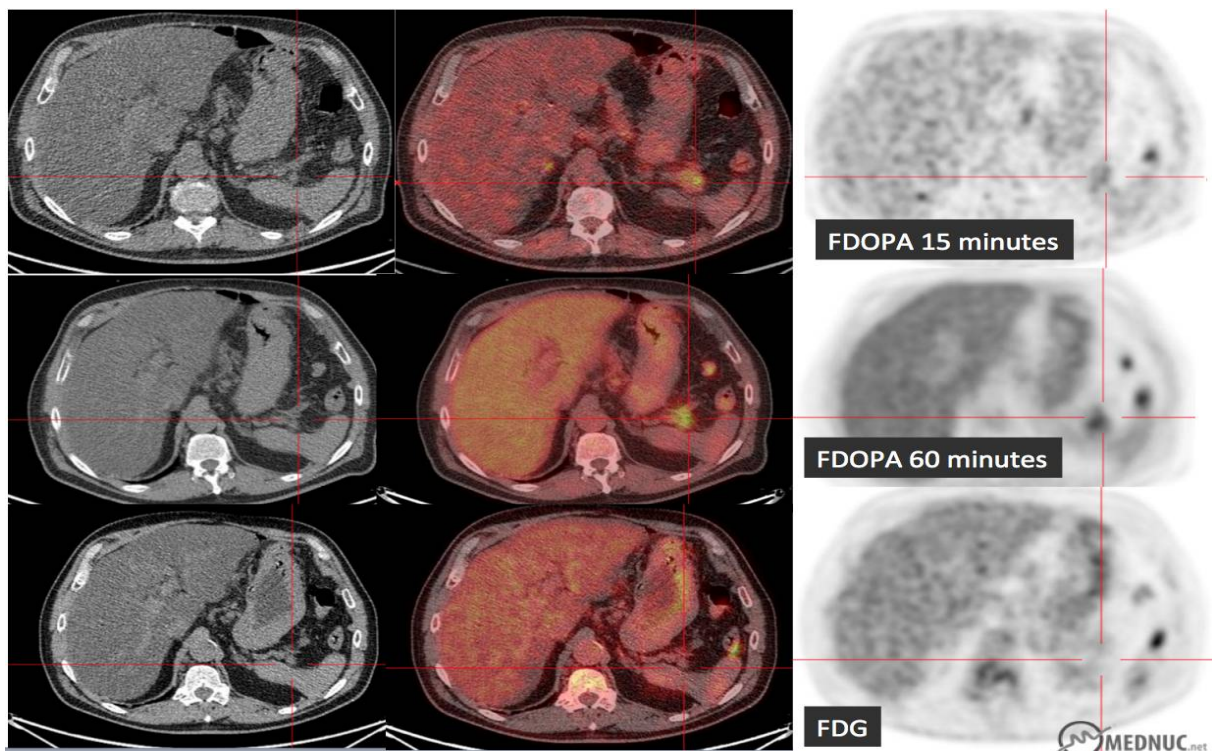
TNE pancréatique explorée par TEP marqué au FDOPA (examen positif) et au 18FDG(examen négatif) . [101]
